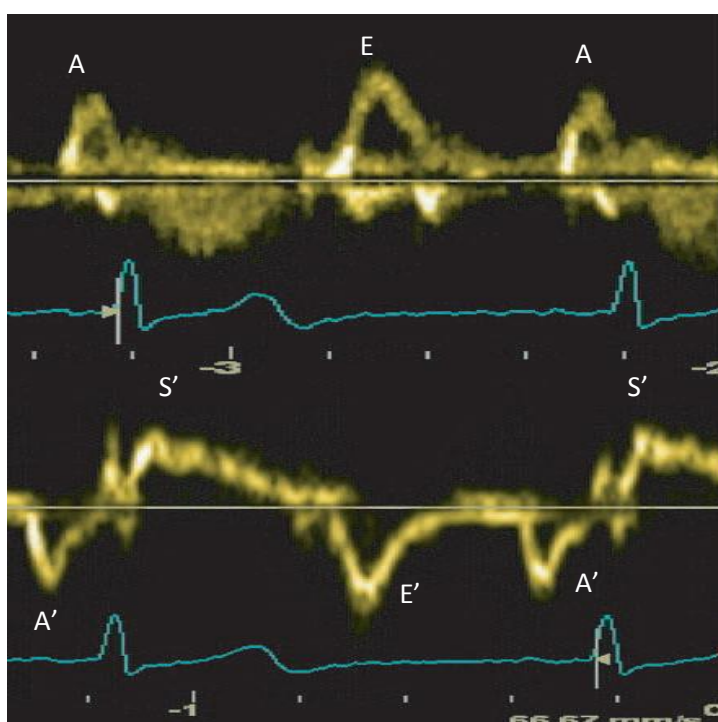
Relação entre o *Doppler* do fluxo transmitral (imagem superior) e o *Doppler* tecidual do anel mitral (imagem inferior). in *Myocardial Imaging: Tissue Doppler and Speckle Tracking* ⁽²⁵⁾
